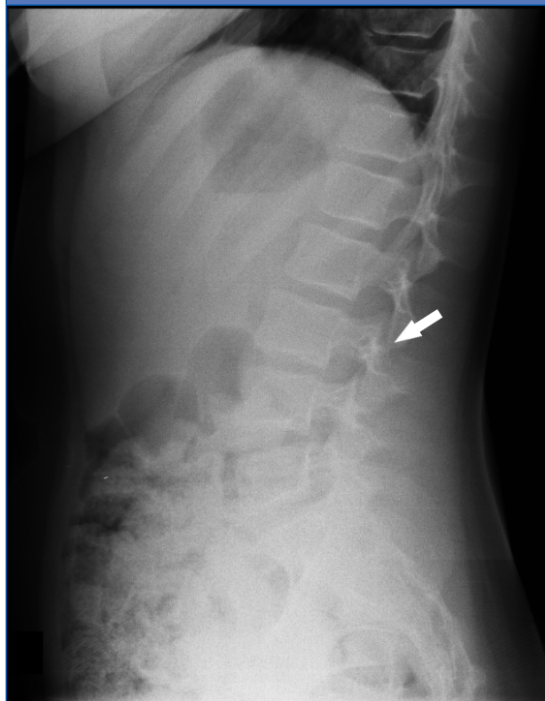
Radiografía lateral de columna vertebral: lesión ósea inespecífica con reacción esclerótica en elementos posteriores de L3 (flecha).
